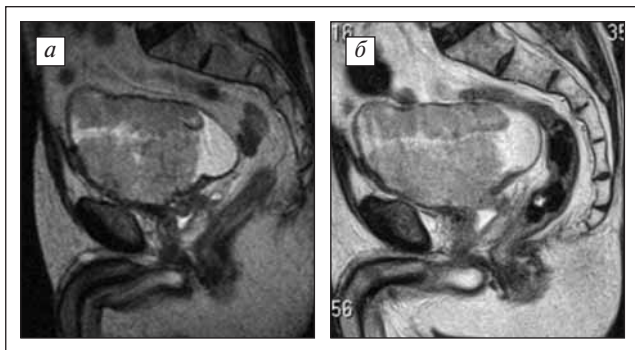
Сравнение визуализации инвазивных новообразований МП на низкопольном (а) и высокопольном (б) МР-томографах у одного и того же пациента. Т2-ВИ, сагиттальная проекция
